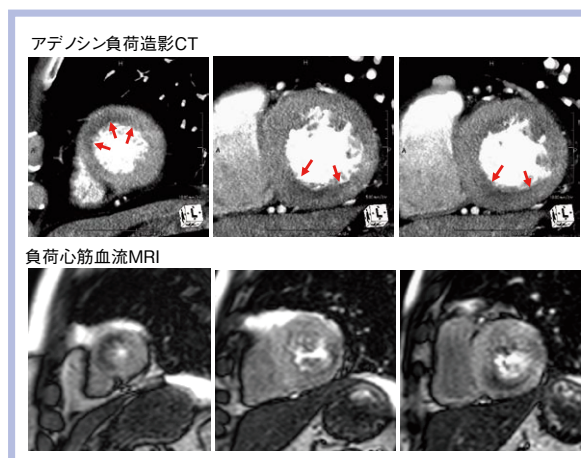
アデノシン負荷造影CTと心筋パーフュージョンMRIによる虚血部位の比較(三重大学医学部附属病院)
